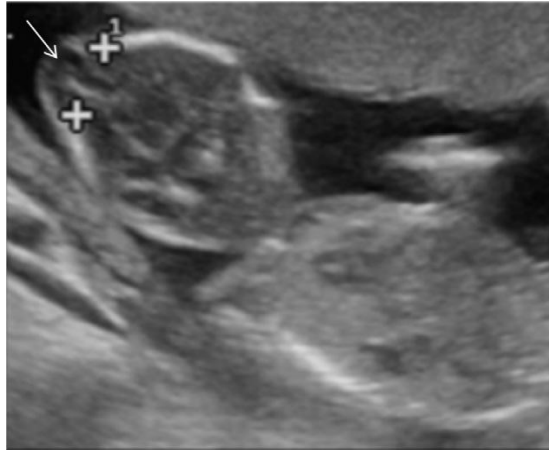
Foetus de 15 SA, l'échographie (a, b) montre un défaut osseux occipital médiane avec issu du parenchyme cérébral en rapport avec une encéphalocèle isolée (flèche) [26].
